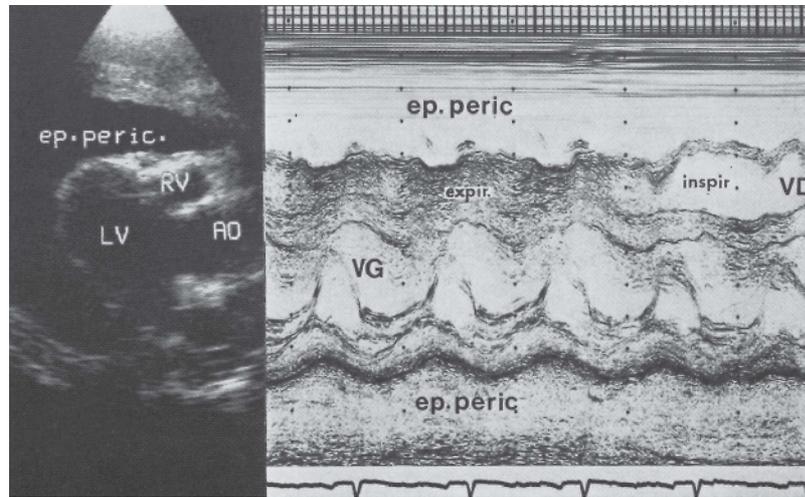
Tamponnade en écho 2D (coupe parasternale longitudinale) et TM (incidence transventriculaire). Noter le volumineux épanchement péricardique avec compression expiratoire du VD et hyperkinésie pariétale.
